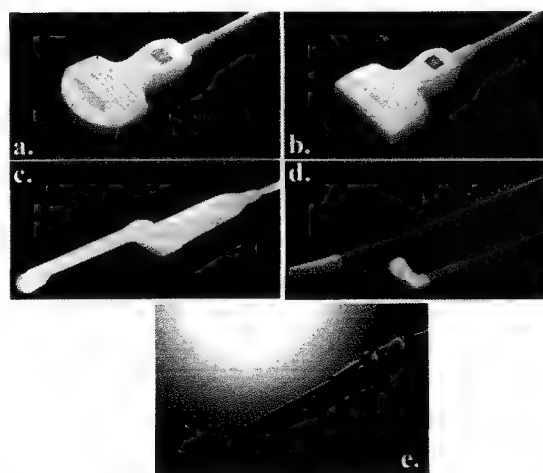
Transductoare pentru ultrasonografie: a. transductor convex; b. transductor linear; c. transductor pentru uz endocavitar (endovaginal); d. transductoare pentru uz intraoperator; e. transductor pentru uz laparoscopic.
